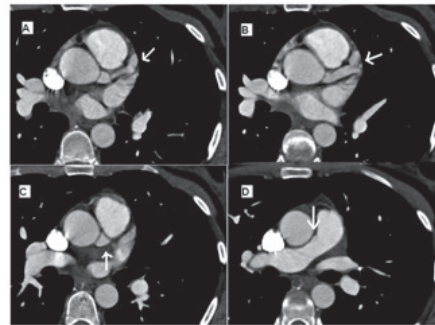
angiotomografia de coronárias. Imagem A, Tronco de Coronária Esquerda (seta); imagem B, Tronco de Coronária Esquerda com sua bifurcação em DA e CX (seta); Imagem C, parte proximal de Tronco de Coronária Esquerda (seta); D) Origem de Tronco de Coronária Esquerda com tronco de artéria pulmonar (seta).
